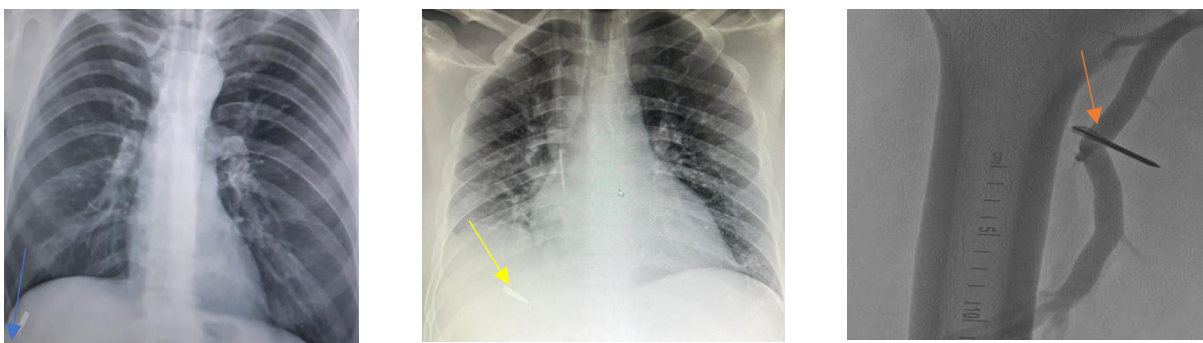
СТВП візуалізація рентгенологічним методом МВ БК 5,45 мм правої частки печінки (голуба стрілка). БК 5,45 мм правої плевральної порожнини (жовта стрілка). РАГ. Флашета (стрілоподібний елемент) стегна (помаранчева стрілка)
